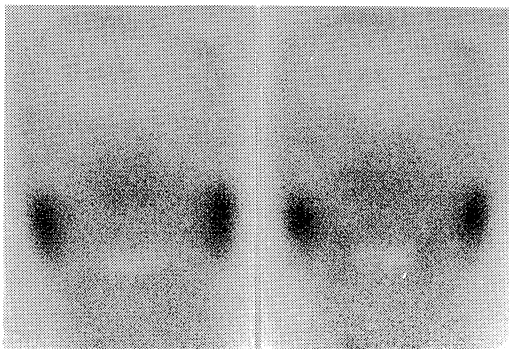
Sialoscintigram performed before corticosteroids therapy.
